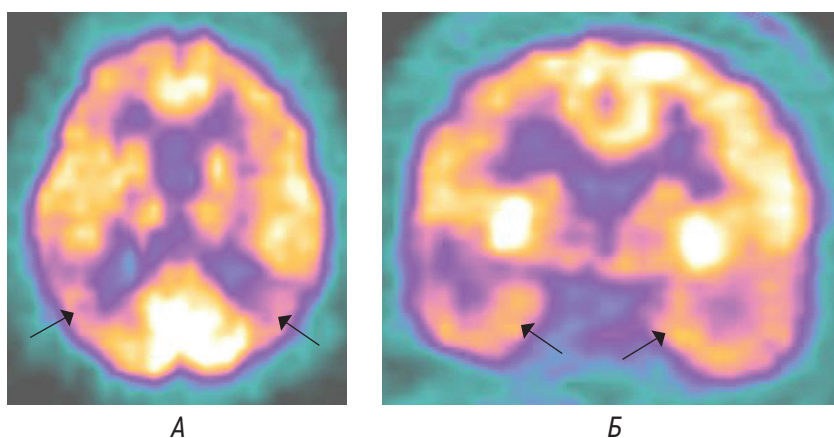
ПЭТ с ^{18}F -ФДГ. Деменция альцгеймеровского типа умеренной степени тяжести. А — аксиальный срез, Б — коронарный срез. Двусторонний гипометаболизм коры теменных и височных долей (показано стрелками)
